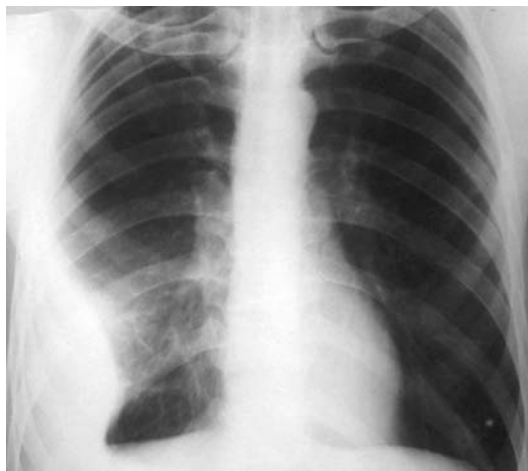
Рентгенография грудной клетки: осумкованный правосторонний плеврит.
